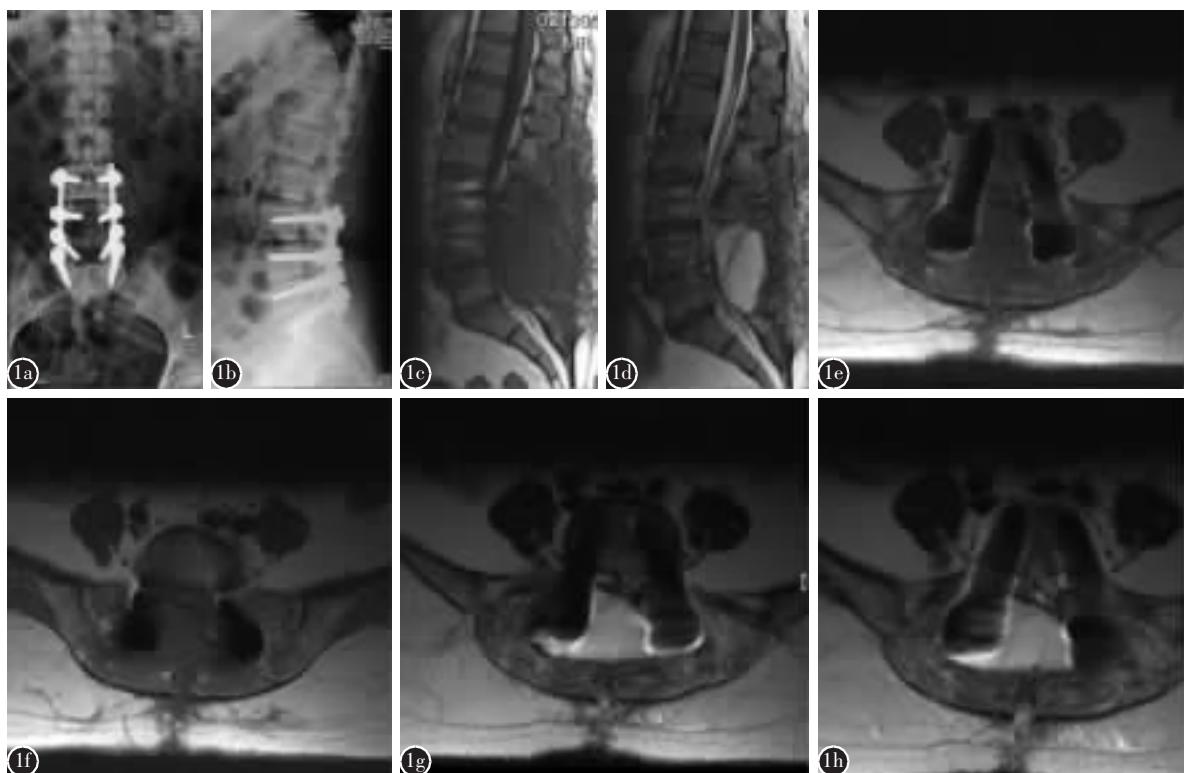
患者女,61岁,L3~S1腰椎管狭窄症、L3椎体退变滑脱(I度),行L3~S1椎板切除减压、椎弓根螺钉内固定、L4/5椎间 cage 植骨及横突间植骨融合术,术后5h出现渐进性双下肢无力及麻木 a,b 术后腰椎X线片示L3~S1椎弓根螺钉固定良好,L3~S1椎板切除,L4/5椎间 cage 植骨 c-h MRI示L4~S1巨大团块压迫硬膜囊,T1矢状位加权像及轴位像呈低信号,T2加权像呈高信号
